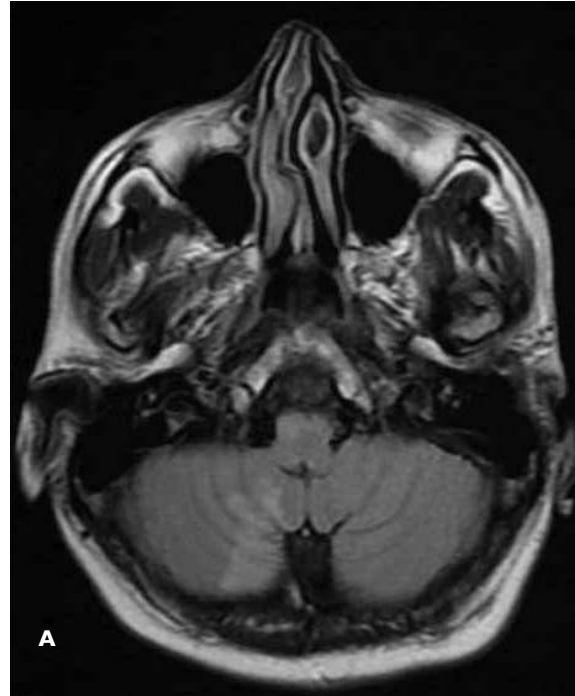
Imágenes con cambios moderados. A) Se obtuvo en secuencia T2 FLAIR sin gadolinio. B) Con gadolinio, se identificó cambio que fue considerado moderado en la comparación.
